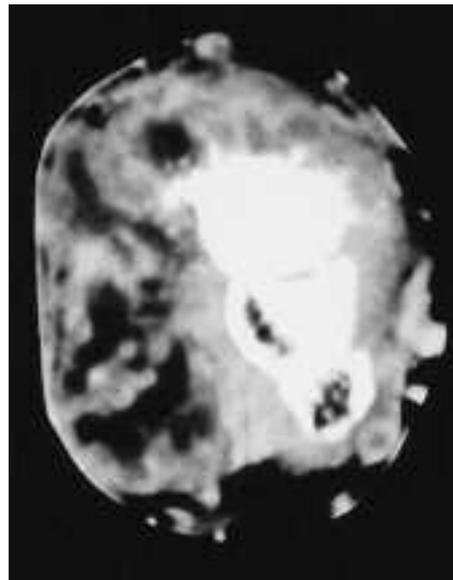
A) Polso intensamente tumefatto; B) Rx polso: esteso rimaneggiamento a carattere misto (litico e addensante) dello scafoide con neo-apposizione ossea. ispessimento dei tessuti circostanti; C) TC polso: l'esame eseguito con M.D.C. e.v.evidenzia un'estesa componente molle nei tessuti circostanti lo scafoide, che presenta spicature ossee di tipo raggiato del profilo corticale; D - E) RM T1-pesata coronale prima (D) e dopo (E) somministrazione di Gd-DTPA. Si apprezza l'alterazione di basso segnale dello scafoide e l'intenso enhancement del segnale dopo mezzo di contrasto e.v.
